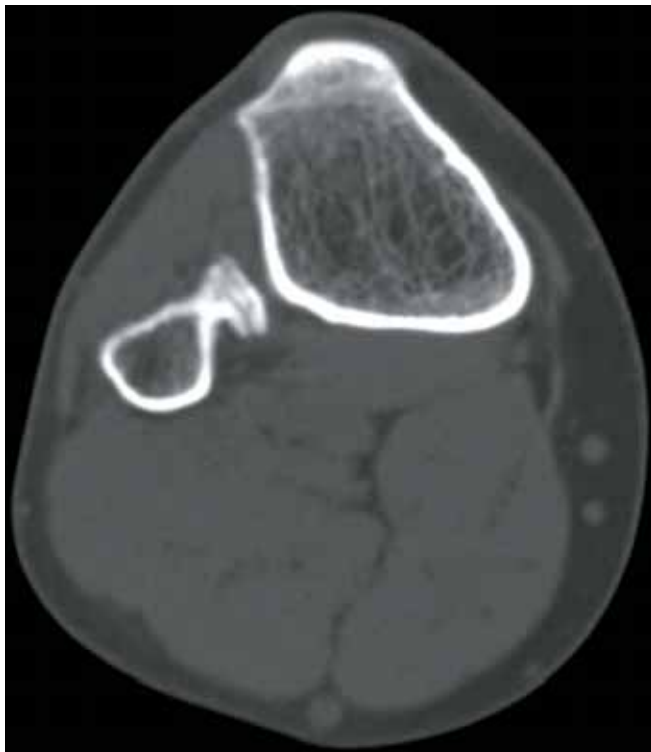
Immagine TC della sinostosi tibio-peroneale.
